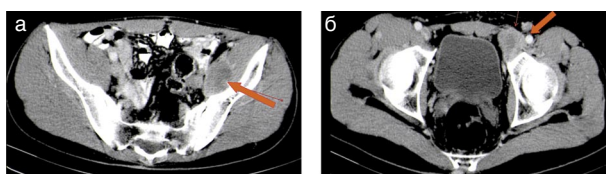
Пациент С. через 9 мес после выявления 1-го рецидива (18 мес после операции). КТ. Аксиальные срезы. Артериальная фаза. По ходу левой наружной подвздошной артерии (а) и в паховом канале (б) определяются рецидивные гиповаскулярные опухолевые узлы округлой формы с частично четкими контурами, увеличенные в размерах по сравнению с предыдущим исследованием.
